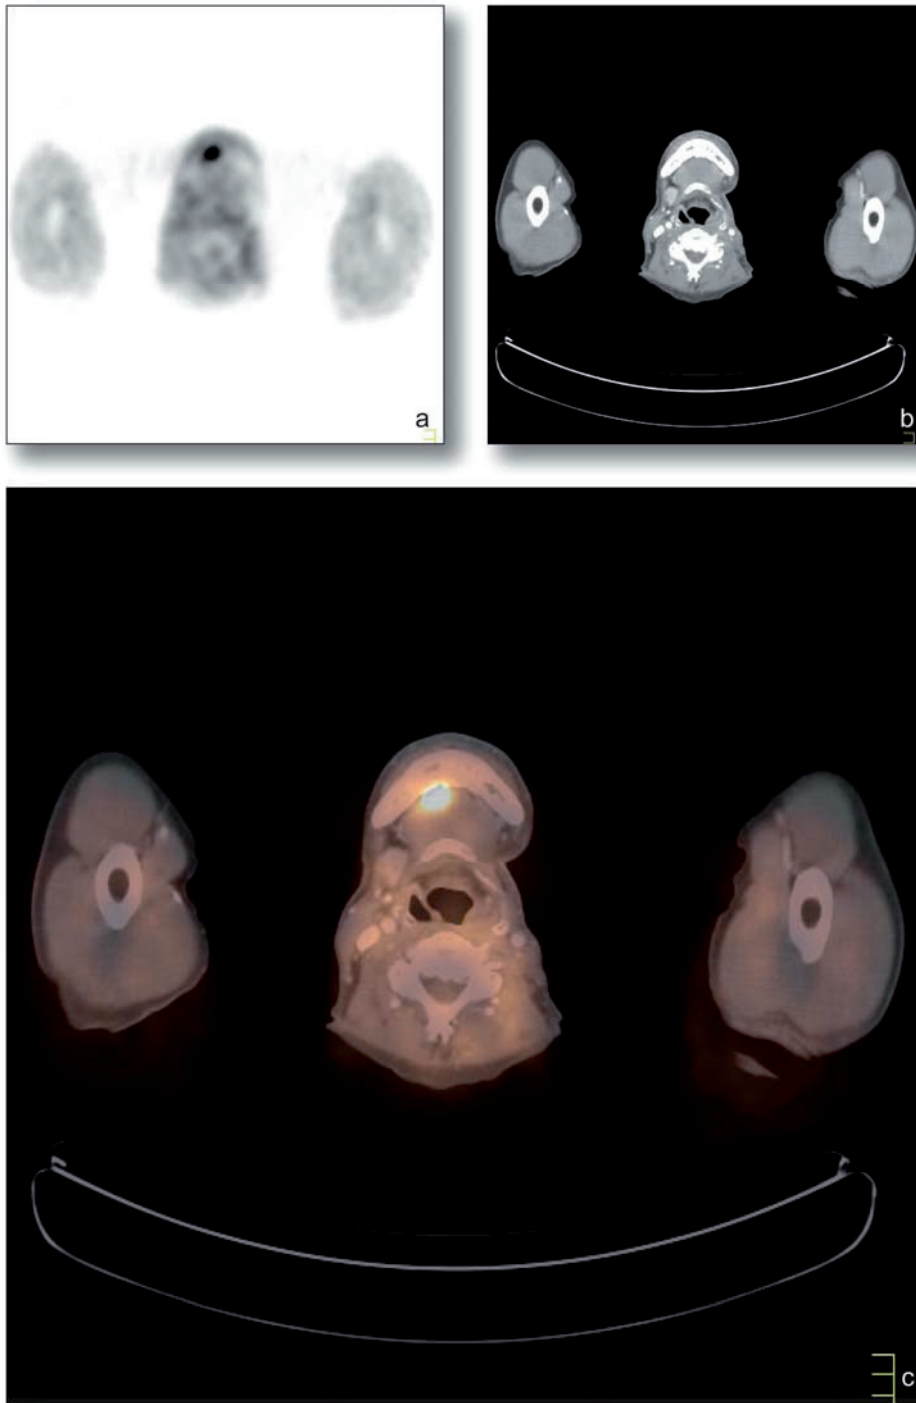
Patient mit einem Mundbodenkarzinom als Primärtumor, der sowohl in der PET (a), als auch in der kombinierten PET/CT (c) diagnostiziert werden konnte, in der CT (b) als Einzelmethode jedoch dem Nachweis entging
